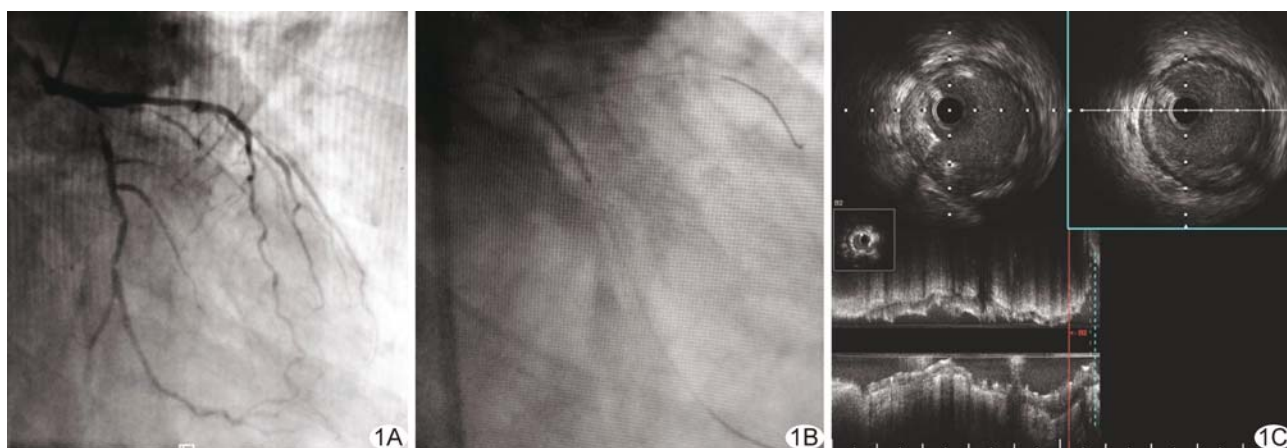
冠状动脉造影及手术过程 A. 冠状动脉造影显示左旋支开口重度狭窄; B. 采用 Szabo 技术定位支架; C. 术后血管内超声检查
